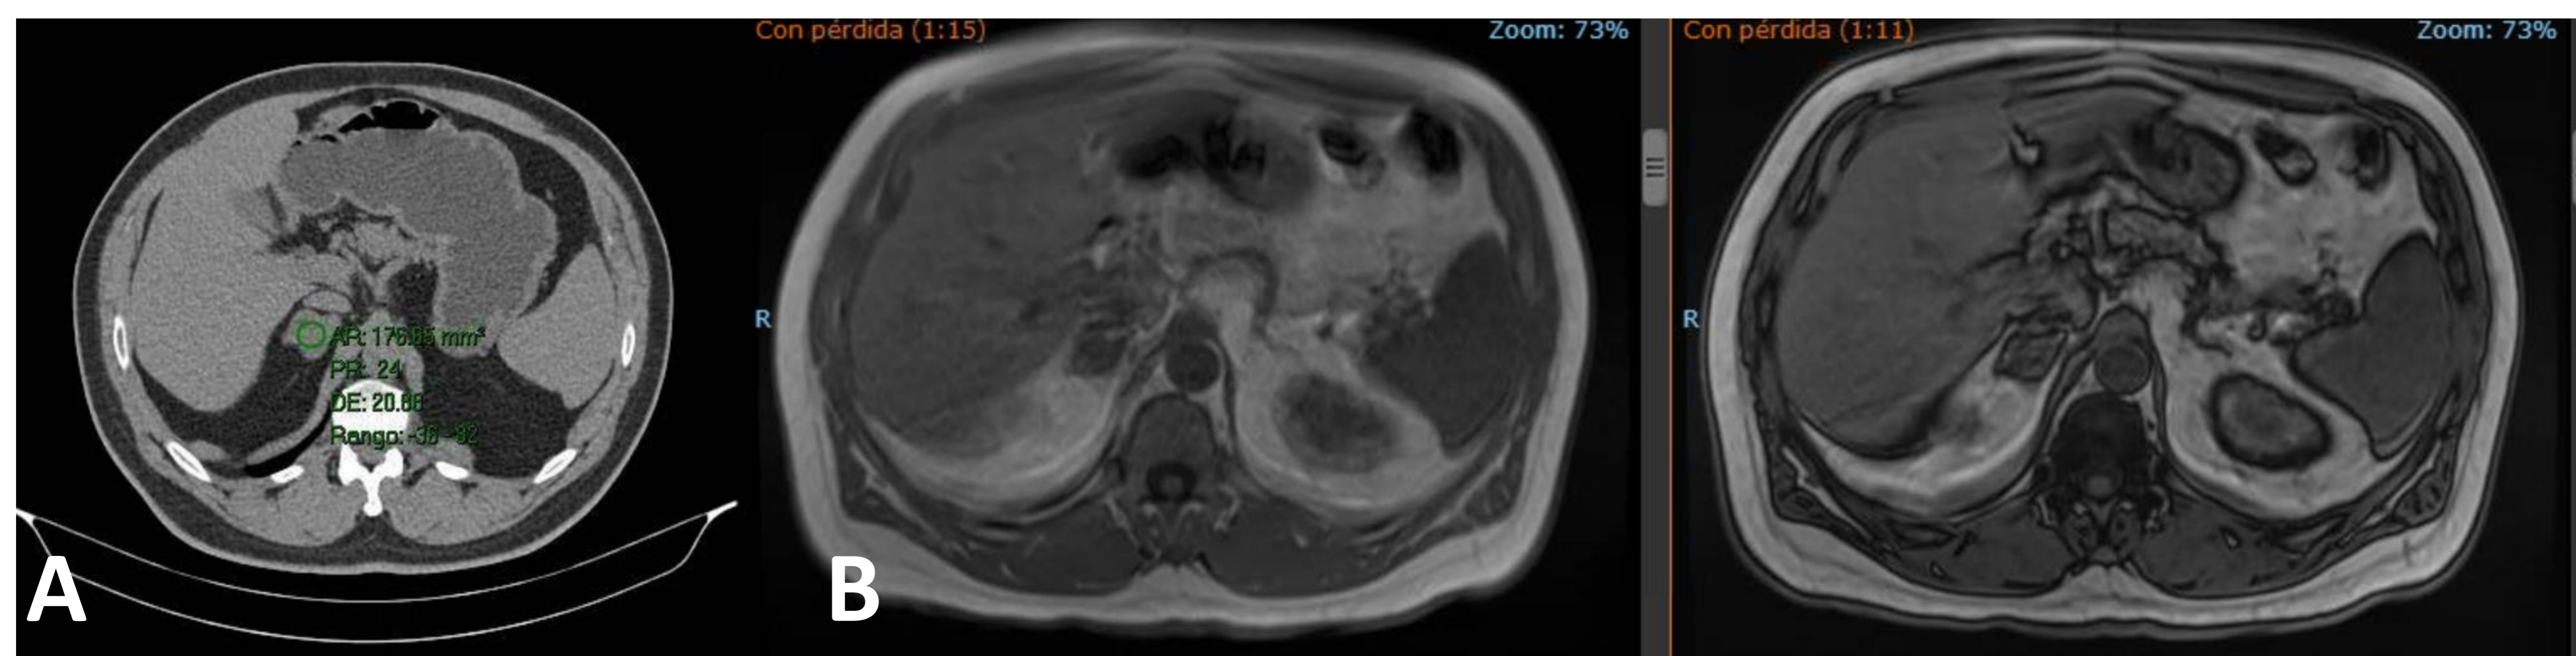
A) TC sin contraste iv y B) RM con desplazamiento químico. En TC sin contraste iv muestra densidad media de 24 UH. En RM en secuencias fase y fuera de fase no muestra caída de señal. Se realiza TC con contraste iv para cálculo de lavado (no se muestra) obteniendo valores de lesión indeterminada. Diagnóstico AP: ganglioneuroma.
